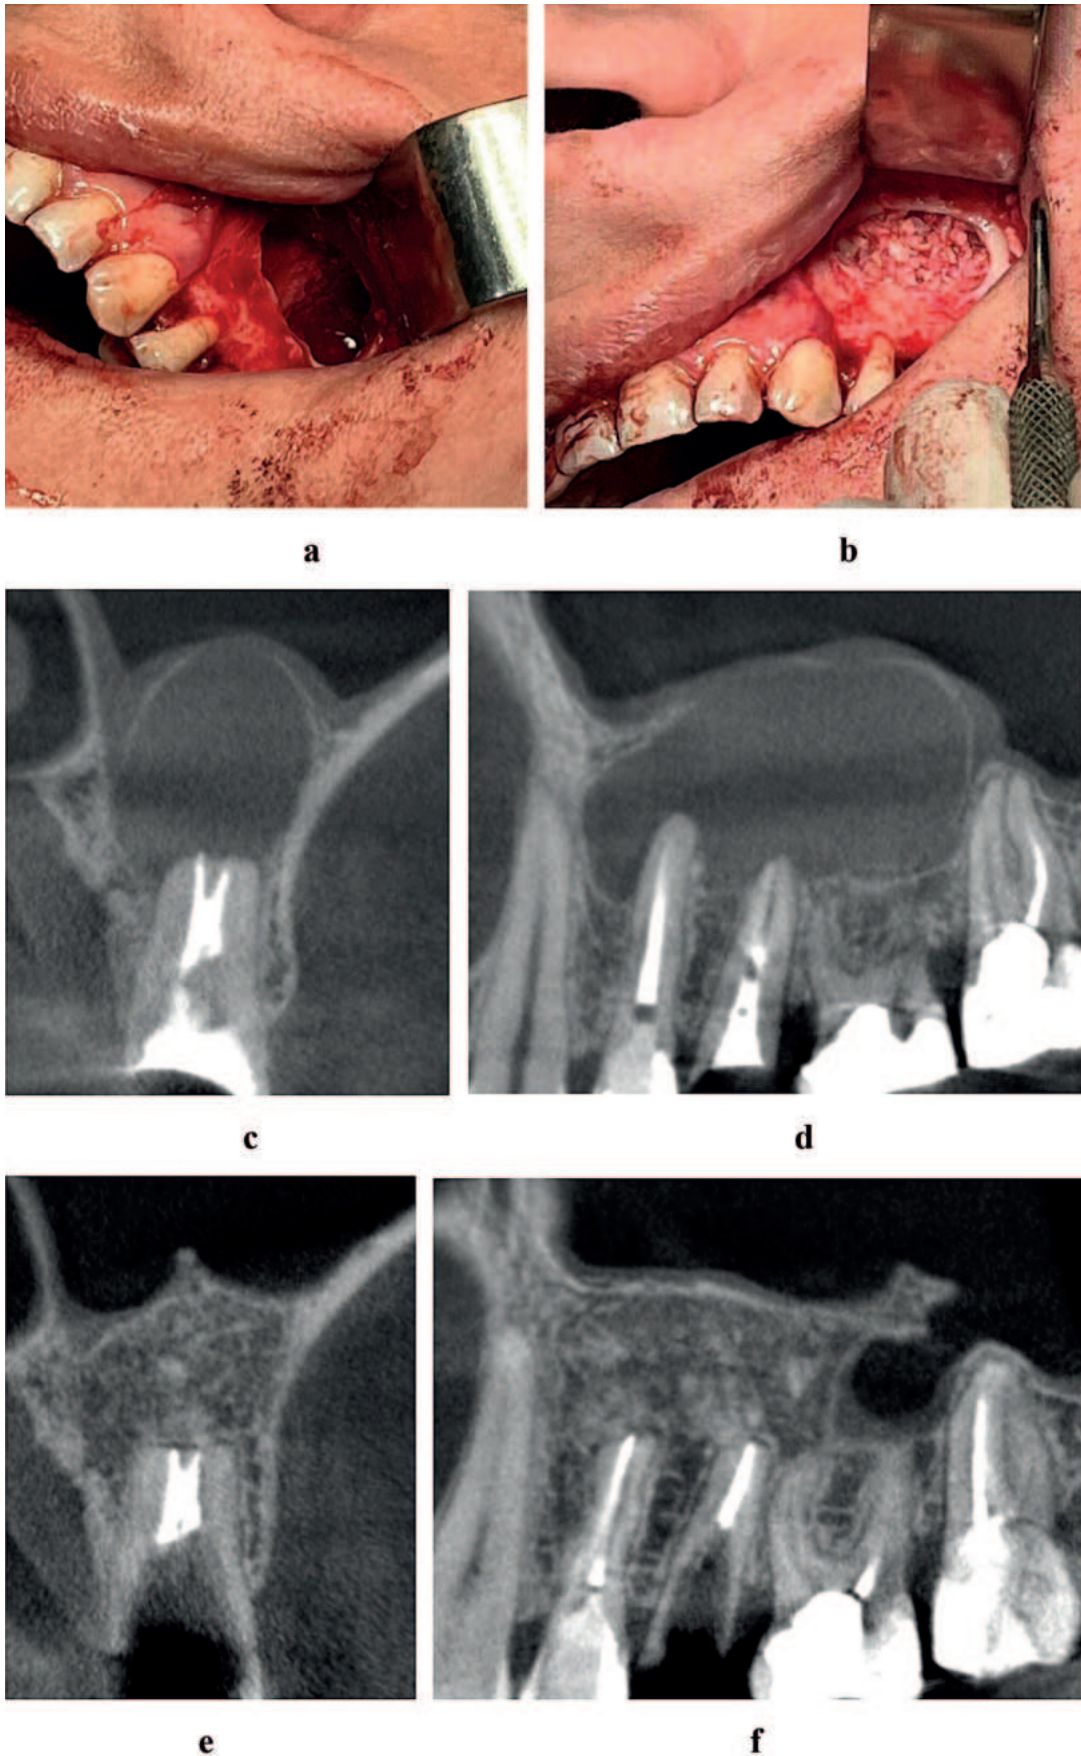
Пацієнт Л. 37 р. Діагноз: радикулярна кіста верхньої щелепи зліва в ділянці 24, 25 та 26 зубів: а – проведення цистектомії (ділянка дефекту); б – ділянка дефекту заповнена комбінованим скафолдом; с – комп'ютерна томографія (трансверзальна реконструкція ділянки 25 зуба до операції); д – комп'ютерна томографія (панорамна розгортка ділянки дефекту до операції); е – комп'ютерна томографія (трансверзальна реконструкція ділянки 25 зуба через 10 місяців після операції); ф – комп'ютерна томографія (панорамна розгортка ділянки дефекту через 10 місяців після операції).
